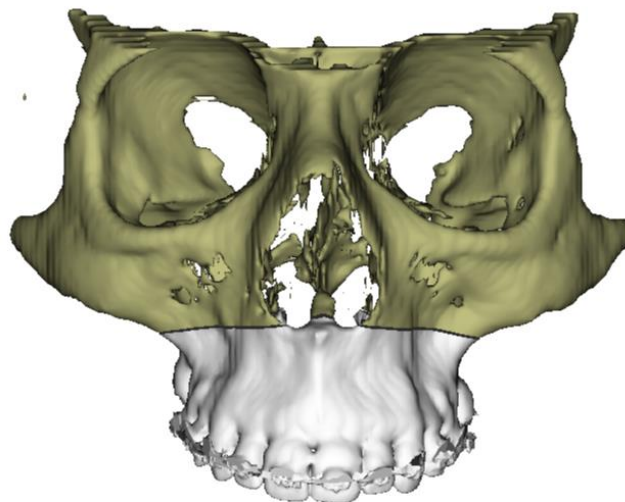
Osteotomía LeFort I en CBCT.
